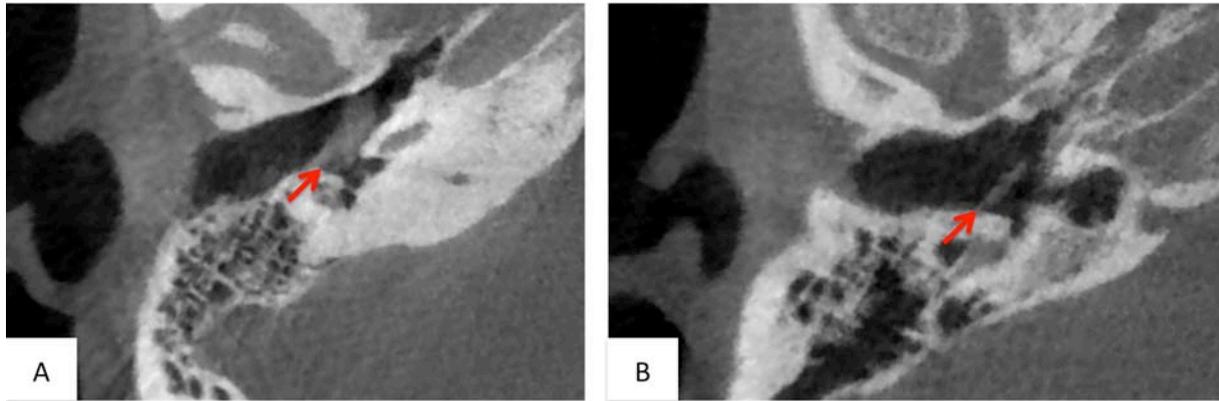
coupes axiales de rochers en Cone Beam, à 6 mois post-opératoire.
